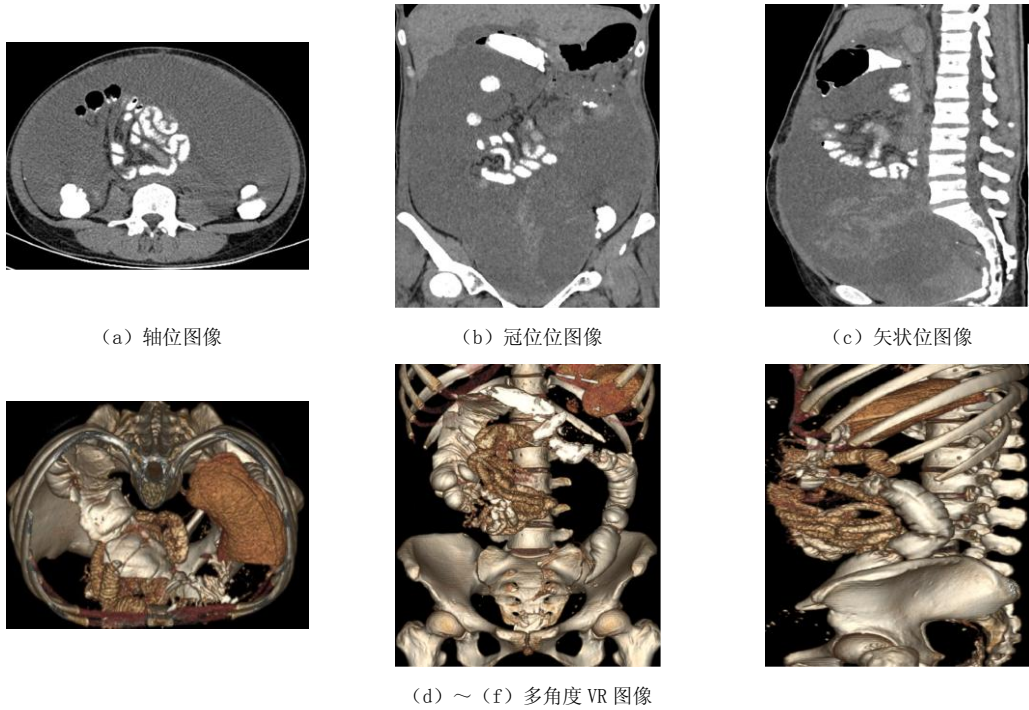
PMP 患者，术中证实存在小肠系膜挛缩，按九分区法评价，CT 示小肠袢聚集在中腹部偏一侧范围内，其余腹盆腔内未见小肠袢分布
